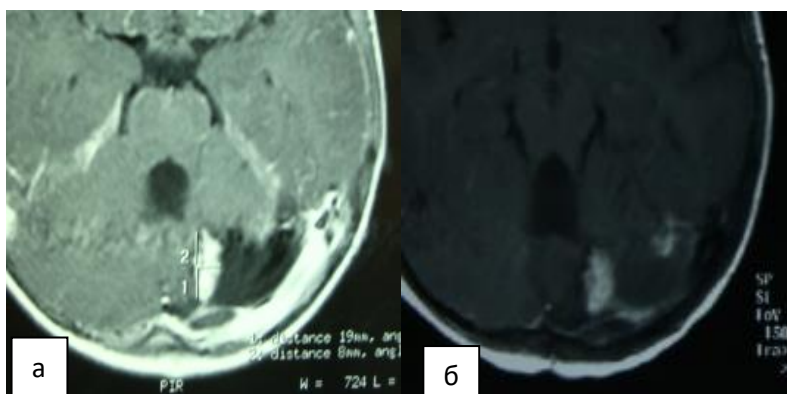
Б-ной Г., 6 лет(и/б 3097-2009). Дз. Пиломиксоидная астроцитома мозжечка. МРТ ГМ с контрастированием через 6 мес (а) и 2 года (б) после операции. Через 2 года (б) отмечается изменение сигнала от содержимого полости после удаления опухоли, по сравнению с предыдущим МРТ (а), а также контрастирование по краю данной полости. Заключение – продолженный рост опухоли
